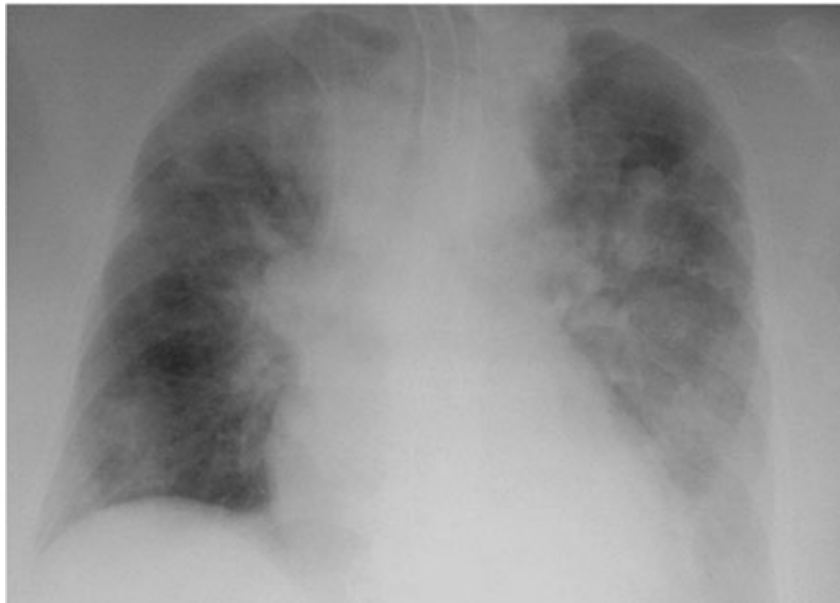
Röntgenthorax beim akuten Myokardinfarkt mit kardiogenem Schock
